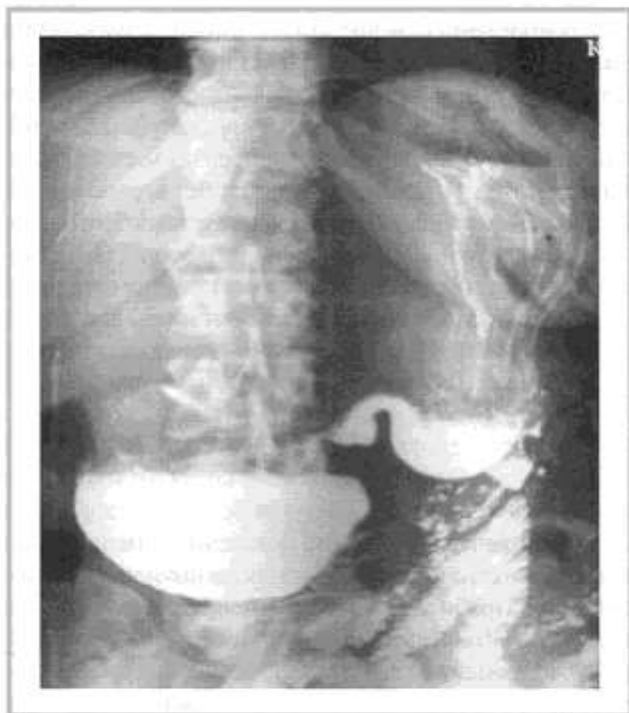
Рентгенограмма желудка: по большой кривизне обнаружен деформированный и суженный гастроэнтероанастомоз, но свободно проходимость для контрастного вещества.
